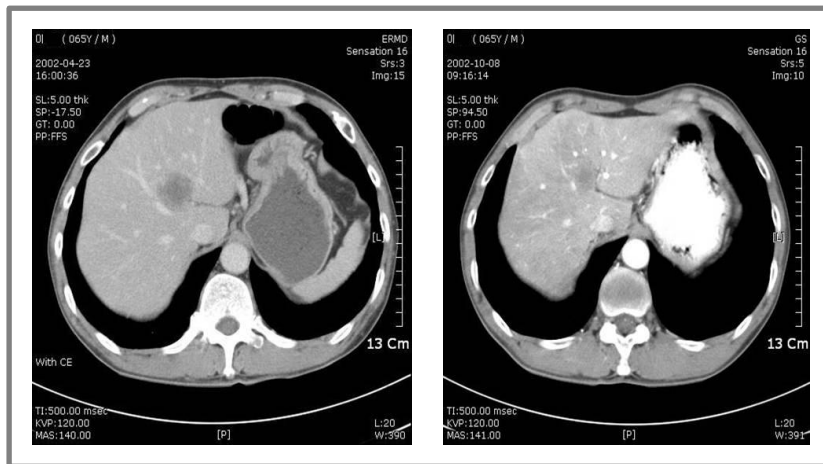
The abdominal CT shows stable disease after FOLFOX chemotherapy for the metastatic colorectal cancer.
